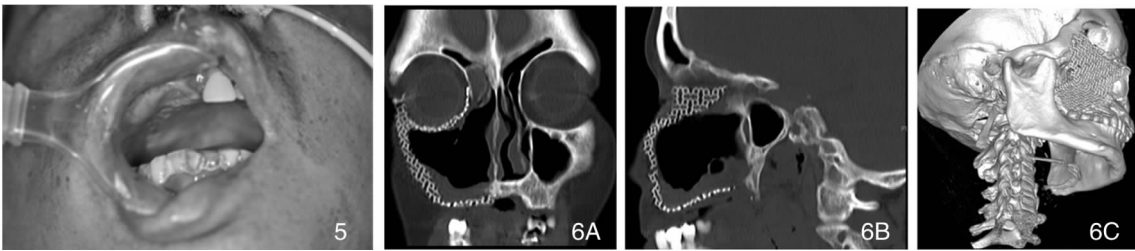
术后硬腭形态 图 6 术后 CT 扫描：6A.冠状位；6B.矢状位；6C.3D 重建
